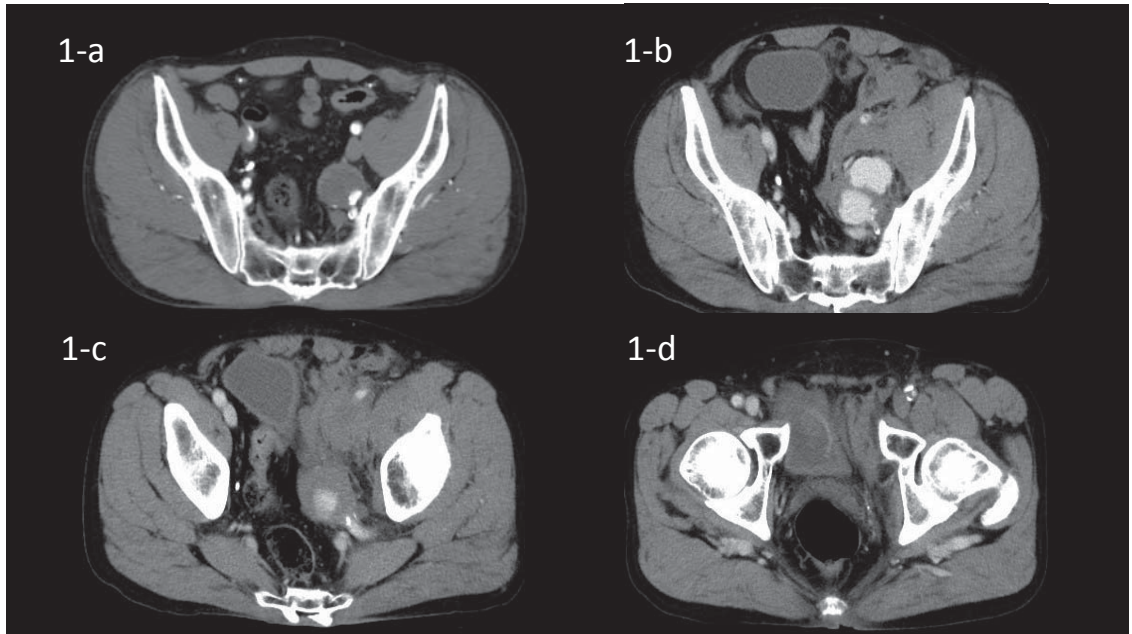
Preoperative computed tomographic findings.
